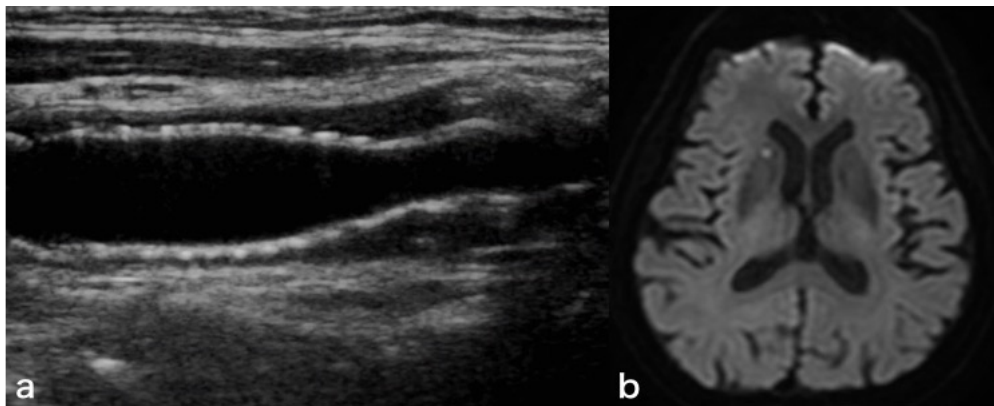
術後画像（頭部MRI、頸動脈エコー）
